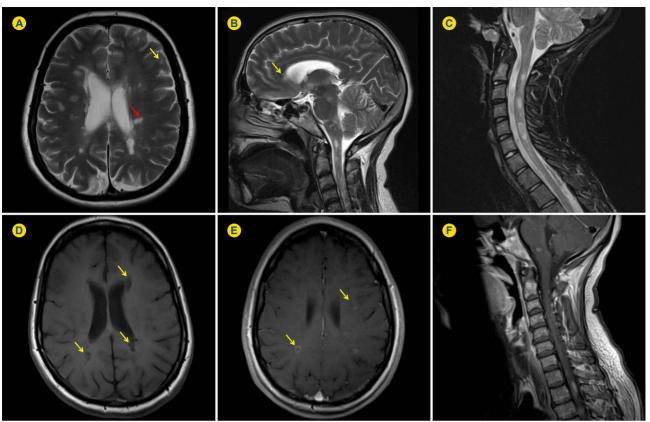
Lesões desmielinizantes características de esclerose múltipla. A, B, C Imagens de ressonância magnética cerebral (A e B) e vertebromedular cervical (C) ponderadas em T2. D Imagem de ressonância magnética cerebral ponderada em T1. E, F Imagens de ressonância magnética cerebral (E) e vertebromedular cervical (F) ponderadas em T1 após administração de gadolínio endovenoso. Em A observam-se lesões desmielinizantes hiperintensas na substância branca justacortical (seta amarela), subcortical e periventricular; algumas das lesões periventriculares apelidam-se de lesões em dedos de Dawson (seta vermelha), correspondendo a áreas de desmielinização perivascular que ocorrem ao longo de pequenas veias perpendiculares aos ventrículos cerebrais.³² Em B, além de lesões na substância branca das estruturas cerebrais da fossa posterior, pode-se observar uma lesão hiperintensa no corpo caloso (seta), característica de esclerose múltipla. Em D observam-se lesões hipointensas em T1, designadas *black holes* (setas). Na imagem E são visíveis várias lesões captantes de gadolínio em anel incompleto (setas), típicas de esclerose múltipla, que indicam disrupção da barreira hematoencefálica por inflamação ativa.³³ Em C observam-se múltiplas lesões desmielinizantes hiperintensas na medula espinhal cervical e, em F, lesões desmielinizantes captantes de gadolínio na fossa posterior e na medula espinhal torácica; caracteristicamente, as lesões medulares na esclerose múltipla são relativamente pequenas em extensão, afetando apenas até dois segmentos vertebrais.³²
